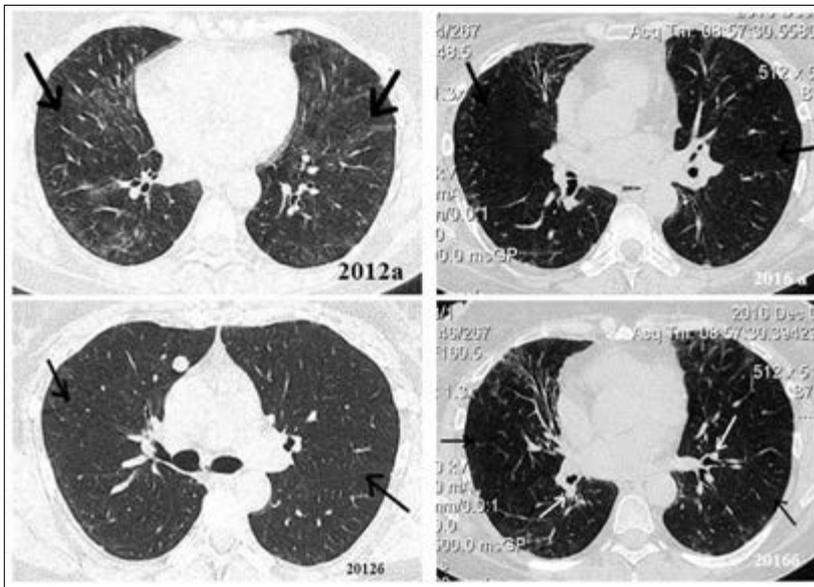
Динамика КТ-картины органов грудной клетки за период с 2012 г. по 2016 г. Сохраняются изменения по типу «матового стекла» (указано черными стрелками). Появились тракционные бронхоэктазы в  $S_V$  с обеих сторон (указано белыми стрелками) и ретикулярная исчерченность
